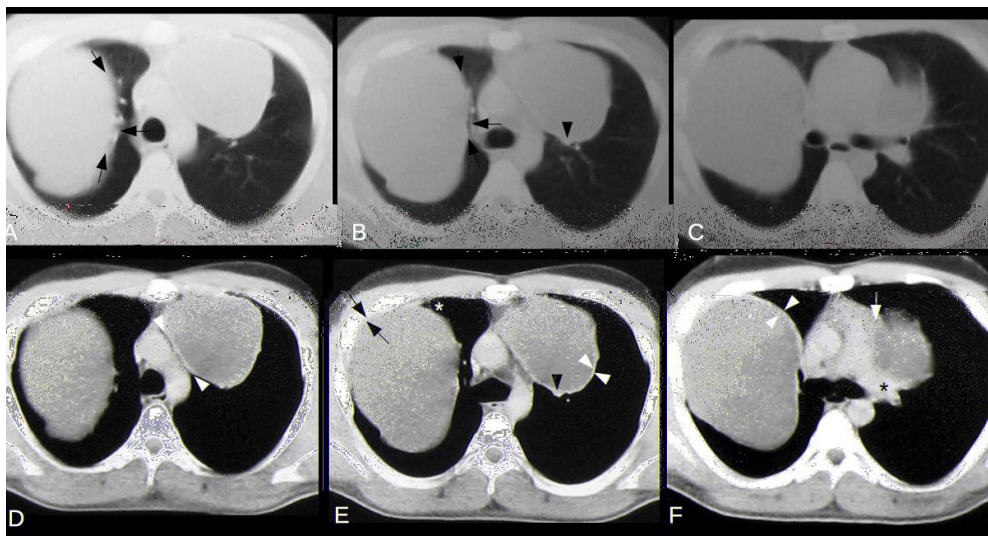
TC con contraste endovenoso, cortes axiales en ventana pulmonar (A-C) y de partes blandas (D-F). Se observan quistes de ambos lados, con densidad líquida en su interior y realce postcontraste periférico, sugestivo de compromiso inflamatorio en el periquiste, (E y F, cabezas de flecha blancas). En el quiste derecho se visualiza la misma imagen laminar medial presente en la radiografía de la figura 1, que puede corresponder al signo de la medialuna aérea (A y B, flechas negras). El quiste derecho toma estrecho contacto con la pleura, aunque el ángulo que forma con la misma sugiere origen parenquimatoso (E, asterisco). El quiste izquierdo se encuentra adyacente al mediastino, evidenciándose planos grasos laminares que lo separan del cayado aórtico (D, cabezas de flecha) y del tronco y rama izquierda de la arteria pulmonar (F, flecha y asterisco). El quiste izquierdo también toma estrecho contacto con un complejo bronco-vascular (B y E, cabezas de flecha negras).
